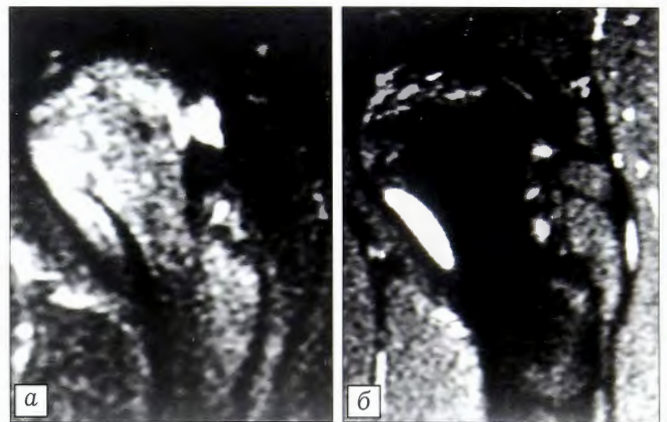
МР-томограммы STIR пациентки Г. 32 лет с АНГБК I стадии на фоне системной красной волчанки.
